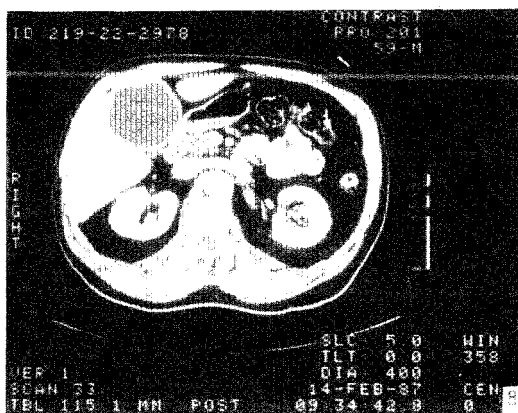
Tomografía axial computarizada del hígado con contraste endovenoso: nótese un quiste en el área media inferior del lóbulo derecho, con pared gruesa sin calcificaciones. El líquido quístico es homogéneo.
